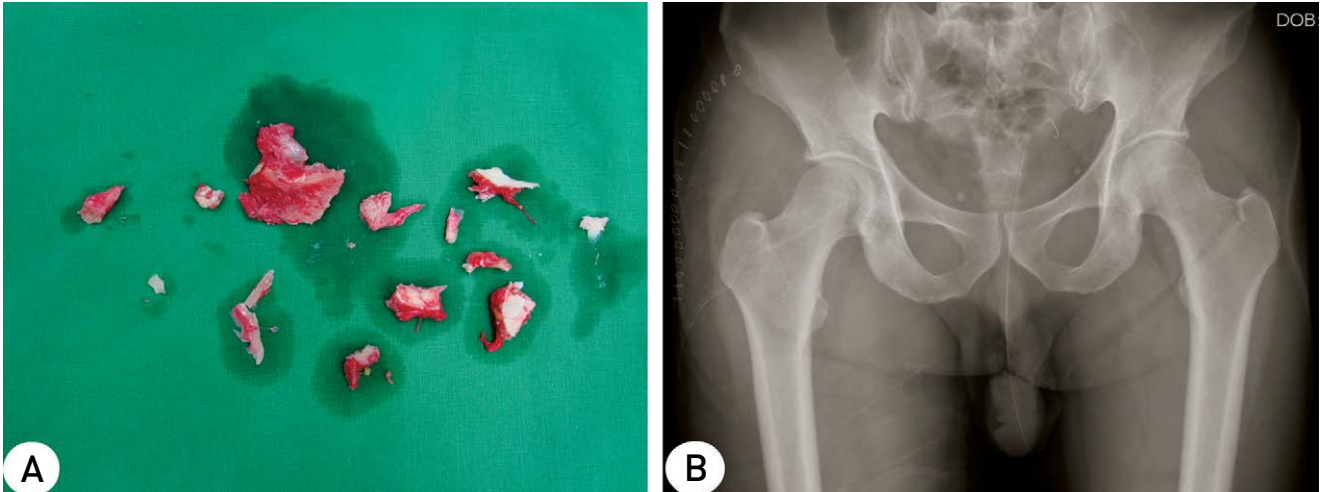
(A) This photography shows bone and soft tissue fragments after operation. Fixation could not be done due to severe comminuted fracture. (B) Immediate postoperative anteroposterior radiograph shows satisfactory reduction.
